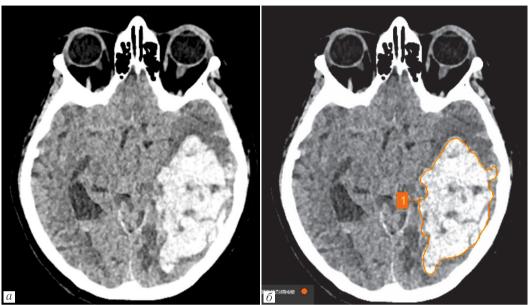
Нативная компьютерная томография головного мозга, аксиальные срезы, мозговое окно. Исходное изображение (а) и результат анализа изображения с использованием ИИ-модели (б). Площадь внутримозговой гематомы обведена оранжевым контуром (цифра 1)
